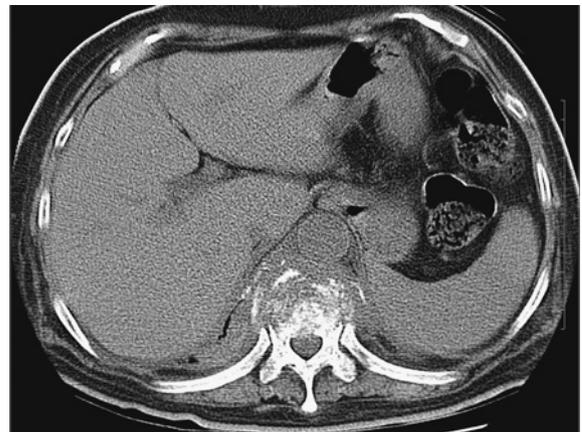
A chest CT shows a worsening destruction of the thoracic spine.
